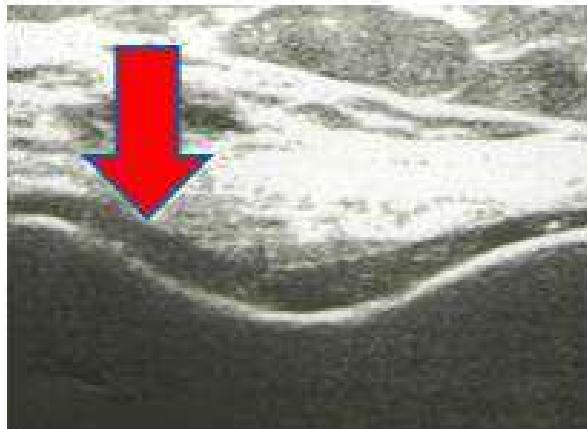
Регресс явлений хондрокальциноза после 2-х введений *Сфера®ГЕЛЬ LONG* с интервалом в 3 месяца между инъекциями (УЗИ контроль через 3 месяца после второго введения).
